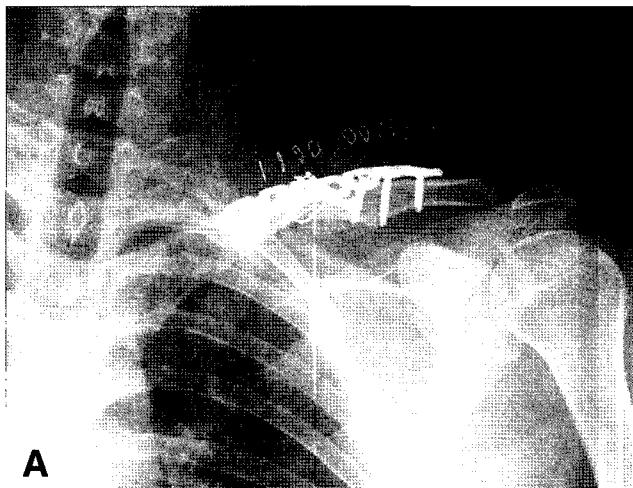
(A-B) The postoperative radiograph shows a satisfactory reduction after internal fixation with locking compression plate, and displacement and angulation were corrected.
